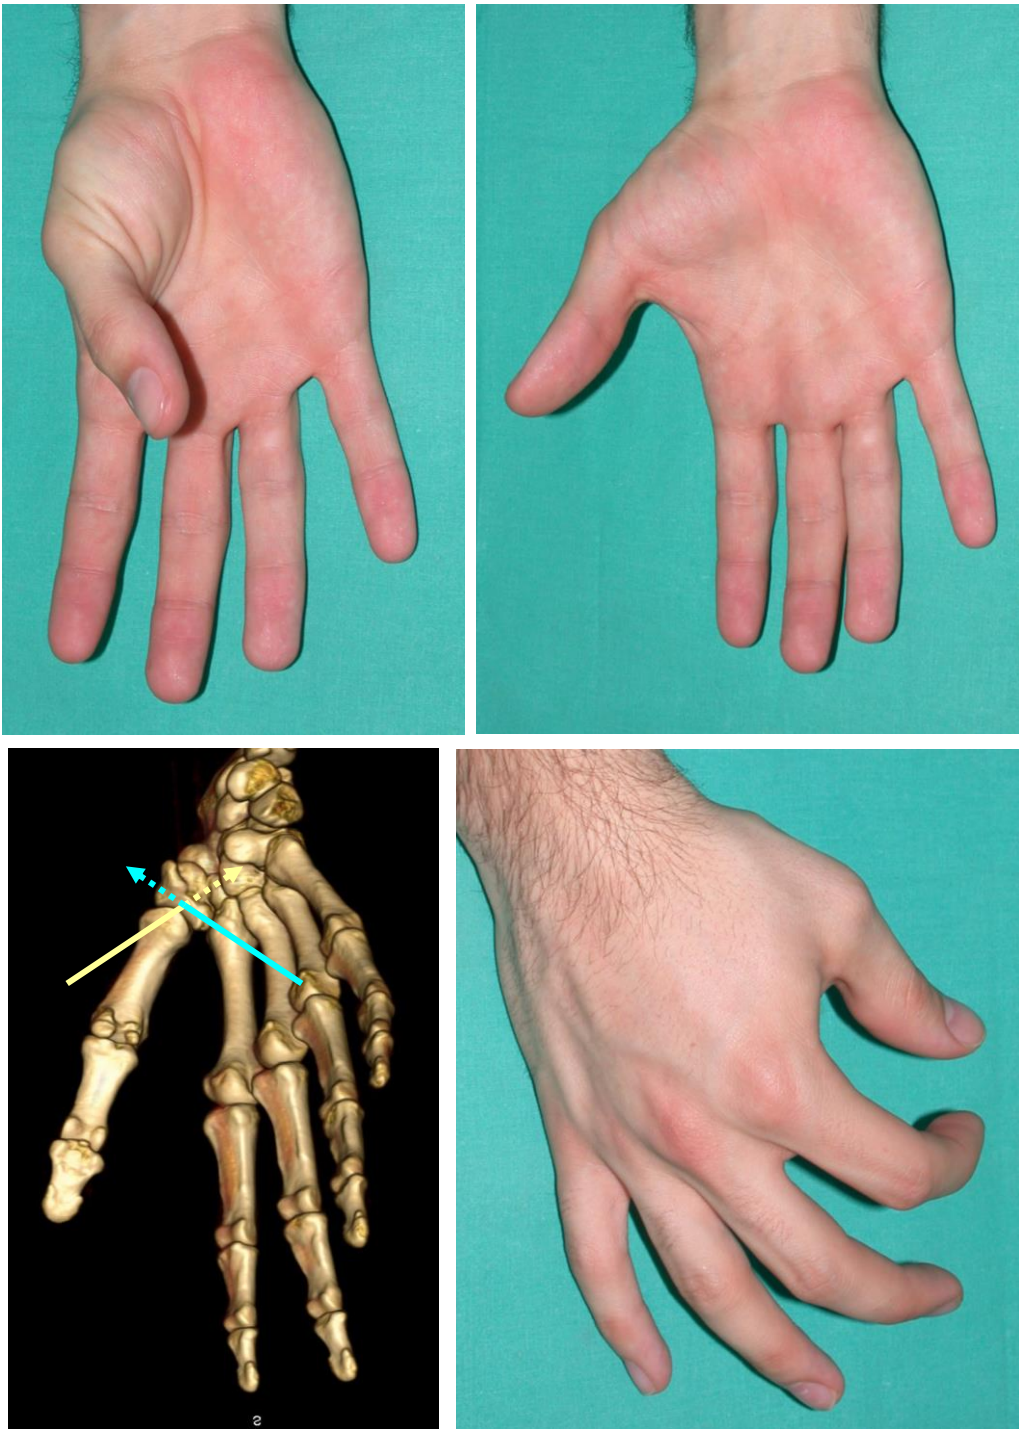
Cinemática de las articulaciones carpo-metacarpianas. Aproximación (superior izquierda) y separación (superior derecha) del dedo pulgar con respecto al eje longitudinal de la mano. Ejes y líneas del movimiento de oposición del dedo pulgar, sobre un TAC helicoidal del esqueleto de la mano (inferior izquierda). Oposición del dedo pulgar al resto de los dedos para desarrollar la pinza manual (inferior derecha).
